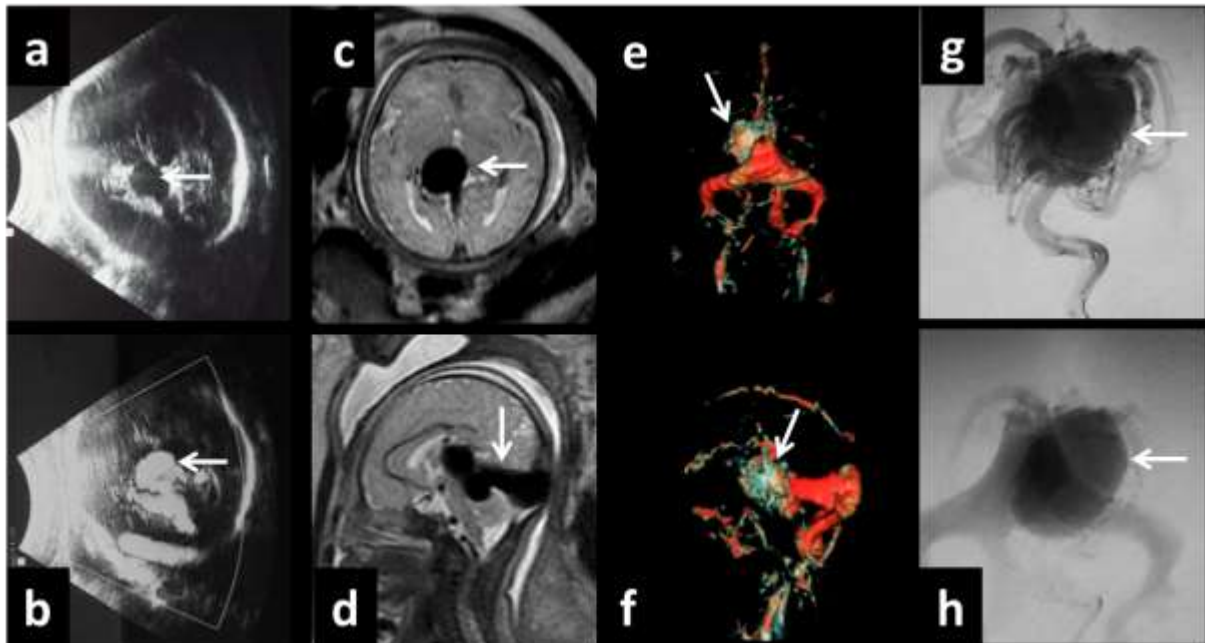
Concordancia entre los hallazgos de US y RMf. Feto masculino, 34 semanas, en US con diagnóstico de malformación arteriovenosa de la vena de Galeno de tipo aneurismática (flechas), imágenes axiales a) y b). En RMf, a las 35 semanas, fístula arteriovenosa de tipo coroidea con dilatación aneurismática de la vena de Galeno (flechas) en imágenes c) axial y d) coronal T2, e) y f) angi resonancia 3D. Imágenes postnatales de angiografía digital que confirma la malformación vascular y donde simultáneamente se realiza el tratamiento de embolización, en g) y h).
